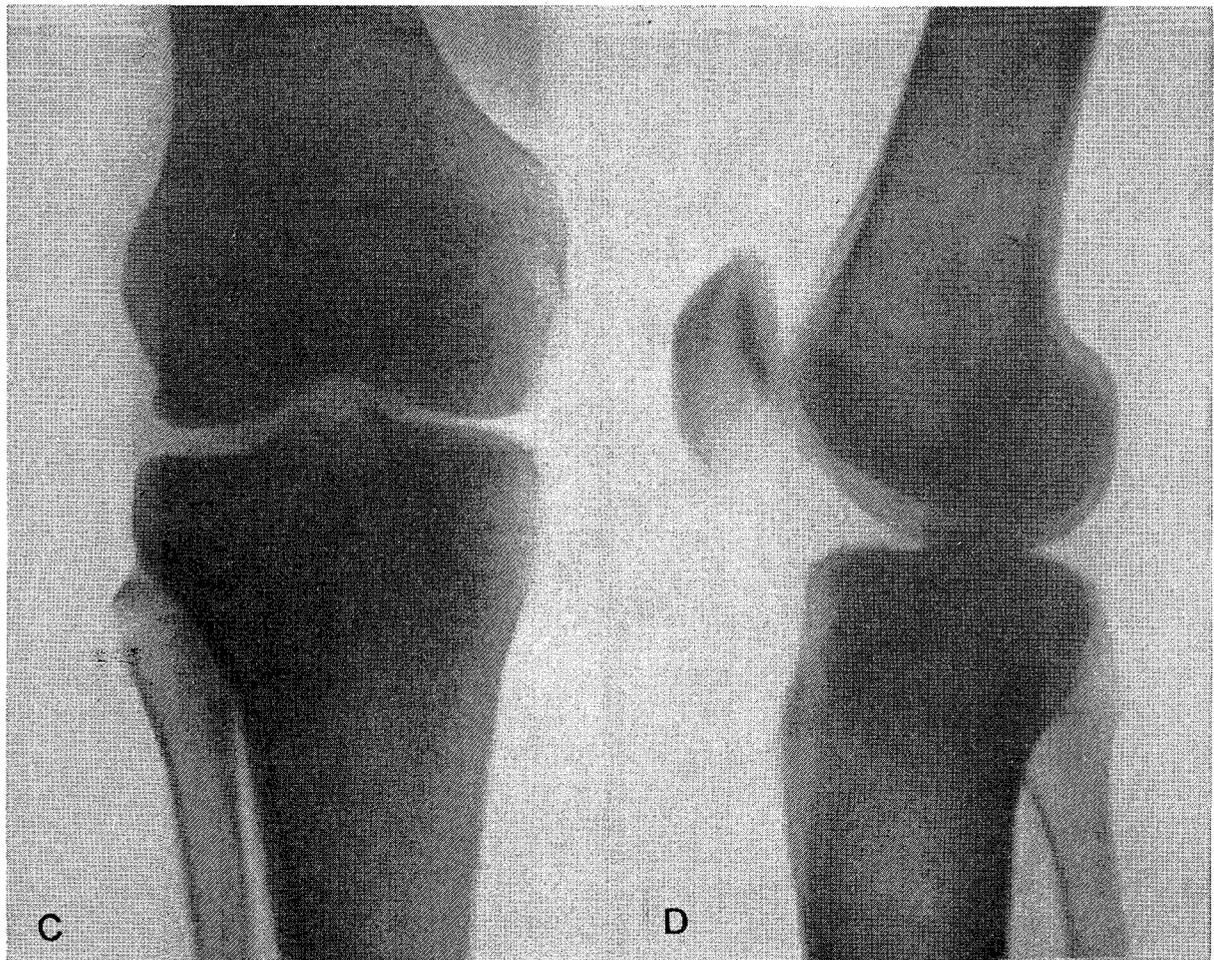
C y D, radiografías frente y perfil de la misma rodilla después de la reducción de la luxación.
